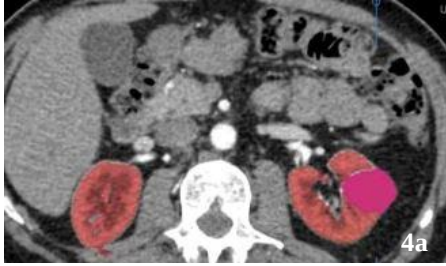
Sağ Renal Kitleye Sahip Hastanın Aksiyel BT Görüntüsü (a) ve Anterior Düzlemde 3 Boyutlu Görüntülemeleri (b,c)
